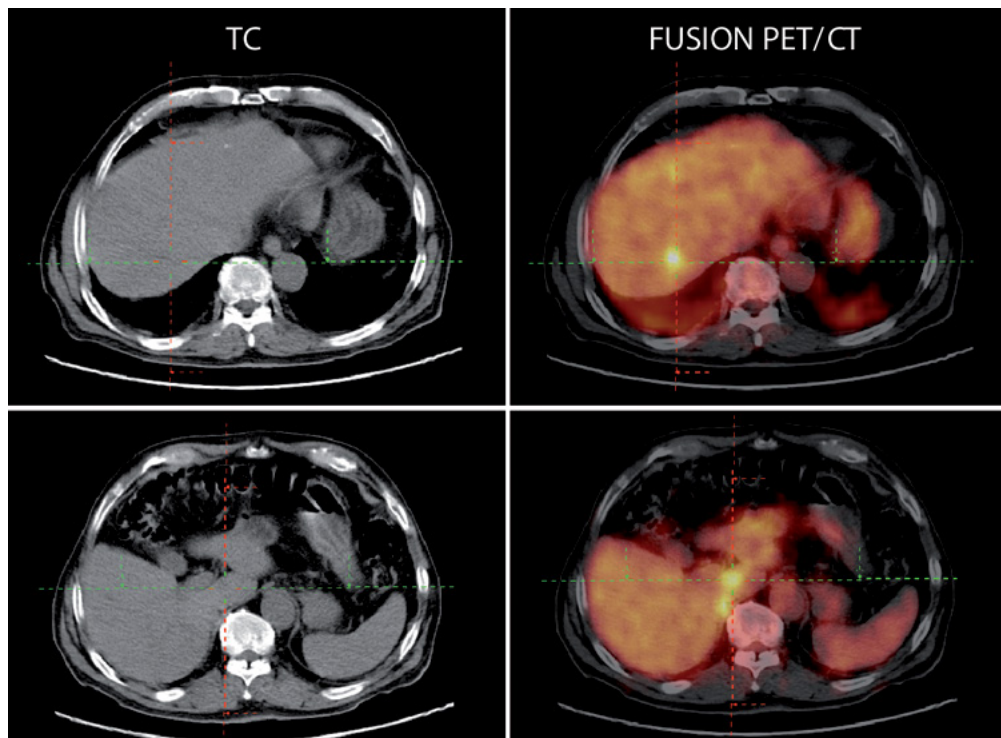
PET-TC abdominal con depósitos hipermetabólicos en lóbulo hepático derecho de moderada intensidad (SUVmáx segmento VIII: 5.7, segmento VI: 3.62, lóbulo caudado: 5.28 y cúpula hepática: 3.16).
